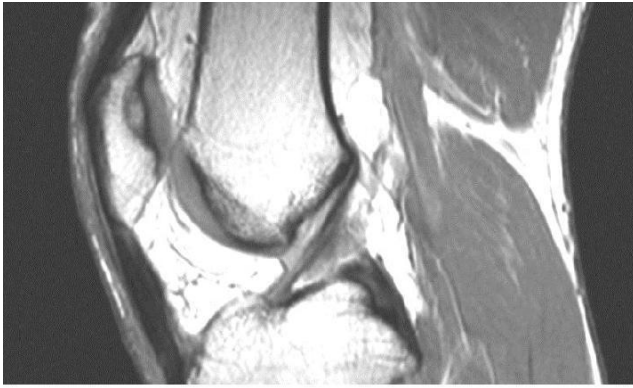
MRI na normalna ACL
